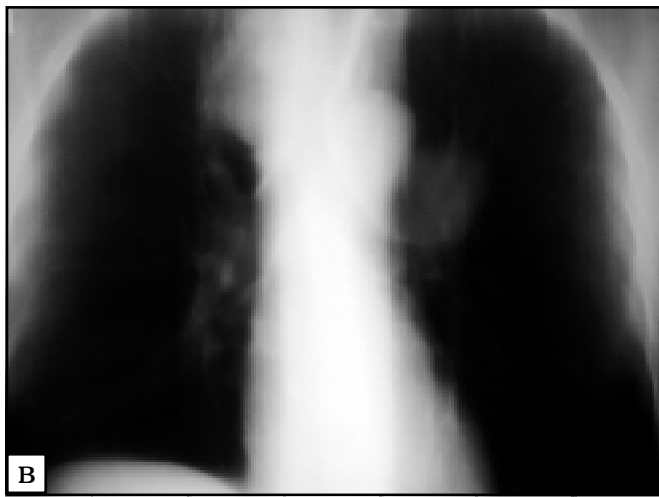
Хворий М., 56 років. Великоклітинний РЛ праворуч, центральна форма, T2N2M0 — III стадія: а, б — рентгенографія у прямій та правій бічній проекціях: типова картина пухлини верхньої частки та головки кореня правої легені; в — томографія у прямій проекції: ознаки пухлини у корені, легені, середостінні; г — СКТ: типова картина РЛ, з ураженням лімфатичних вузлів середостіння
